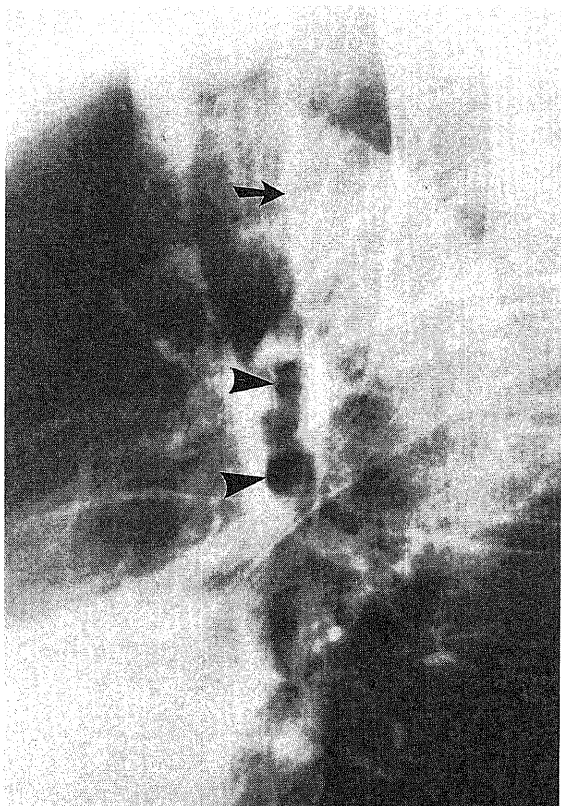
A case of a 58-years-old-man with normal chest. (A), CSF image; (B), FCR left image; (C), FCR right image. The thoracic vertebra is hardly visible on CSF image exposed by under X-ray. On the contrary, the same structure is easily visible on FCR image, especially on right image.
